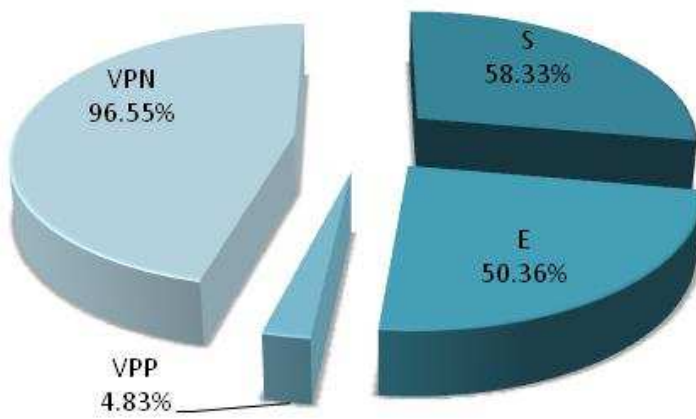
Valores de sensibilidad, especificidad, predictivo positivo y predictivo negativo de la PET para infiltración esplénica (a), ósea (b), de la TAC para infiltración esplénica (c), y ósea (d).
